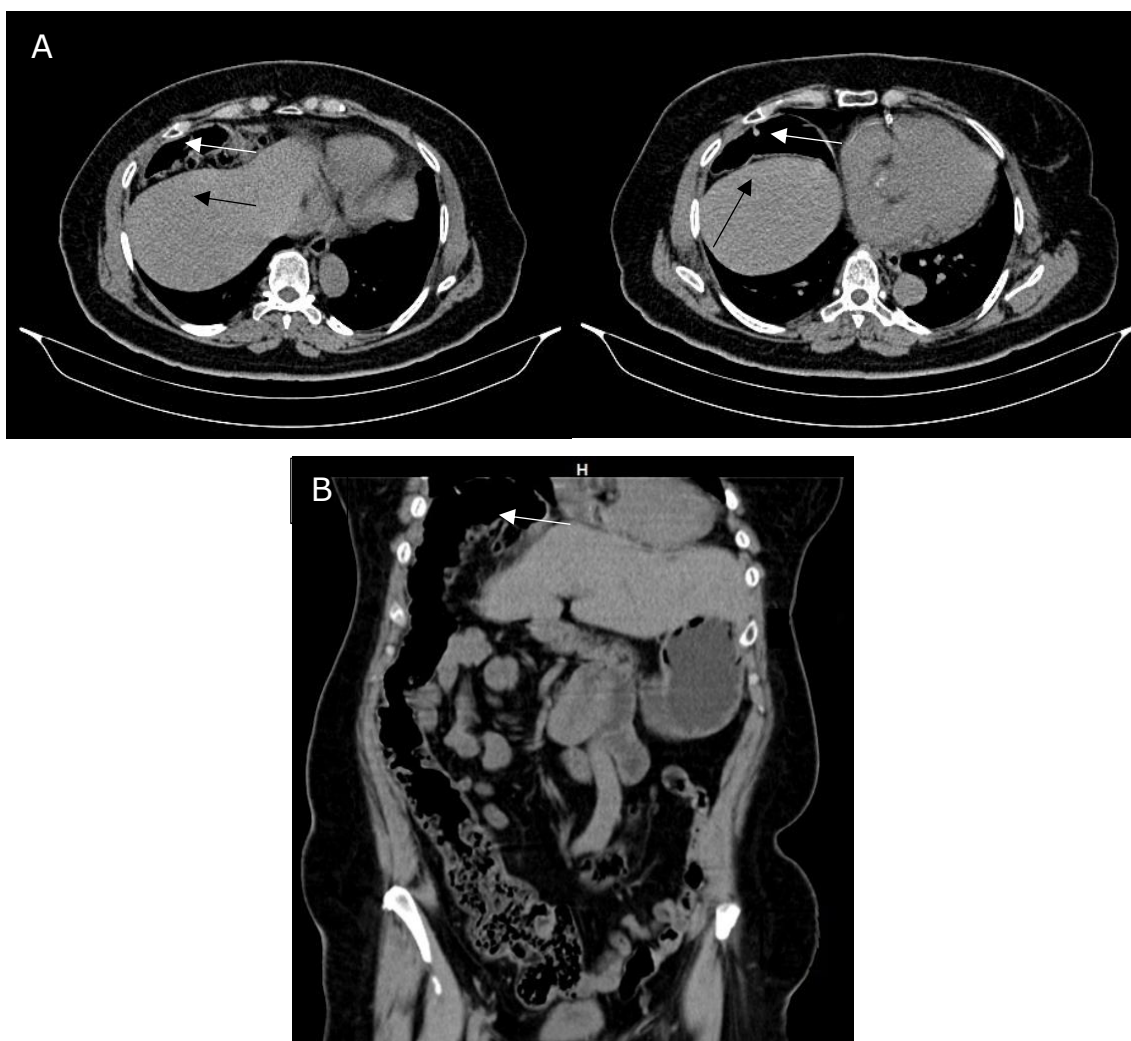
Tomografía Axial Computarizada (TAC) de abdomen A: Plano transversal, interposición de la flexura cólica derecha (flecha blanca) en relación con la cara anterior del hígado (flecha negra) ubicado en hemidiafragma derecho, que conforma el Síndrome de Chilaiditi. B: Plano frontal, elevación de la flexura cólica derecha (flecha blanca) en hemidiafragma derecho.
